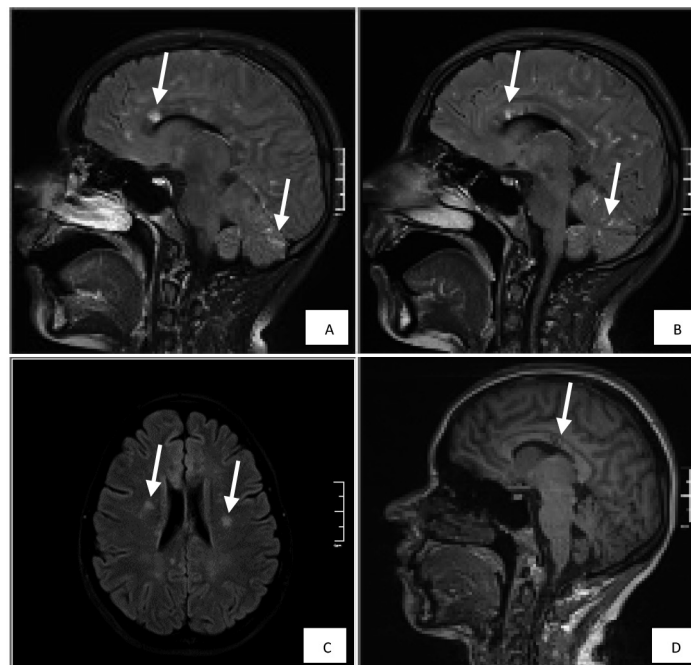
Resonancia magnética de cerebro. FLAIR sagital (A y B): se observan lesiones focales redondeadas y puntiformes hipeintensas a nivel del cuerpo calloso en “bola de nieve” y cerebelosas (flechas). En el corte axial del FLAIR (C) se observan imágenes puntiformes hiperintensas periventriculares (flechas). En secuencia t1 sagital (D) las lesiones del cuerpo calloso son hipointensas (flechas).
